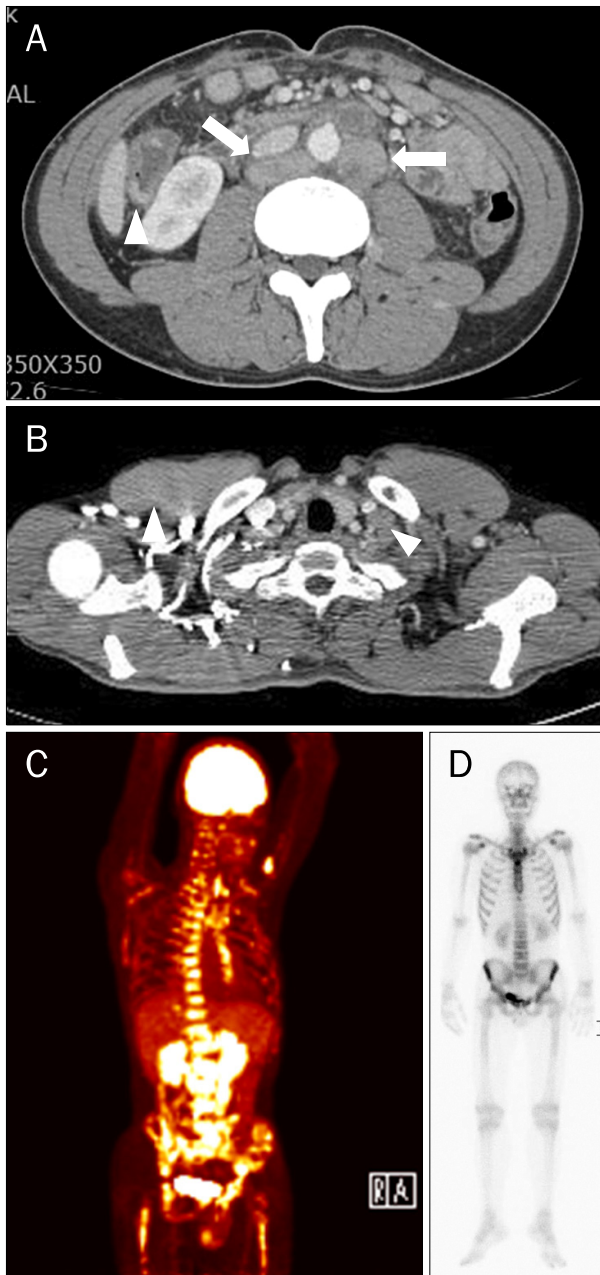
Staging work-up results. (A) Abdomen CT scan shows multifocal enhancing wall thickening (arrowhead) and multiple lymph node enlargements in the retroperitoneum (arrows). (B) Chest CT showed enlarged lymph nodes in the left supraclavicular area (arrowheads), mediastinum (4B), and retrocrural area. (C) PET scan reveals hypermetabolic lymph nodes in the left supraclavicular area (maximal standardized uptake value [SUV] 5.0), mediastinum (4R: maximal SUV 5.1), retrocrural (maximal SUV 5.3), retroperitoneum (left para-aortic: maximal SUV 5.5), and both common iliac area. Additionally, irregular, partial focal hypermetabolism in marrow space is observed. (D) Bone scan shows diffuse increased uptake in whole axial and both proximal appendicular skeletons suggesting early bone marrow involvement.
